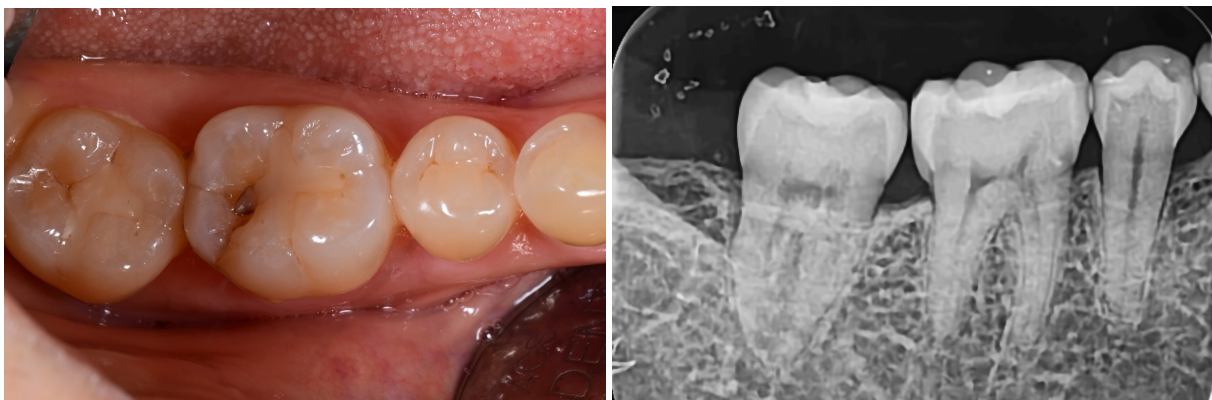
술전 임상 사진과 치근단 방사선 사진
